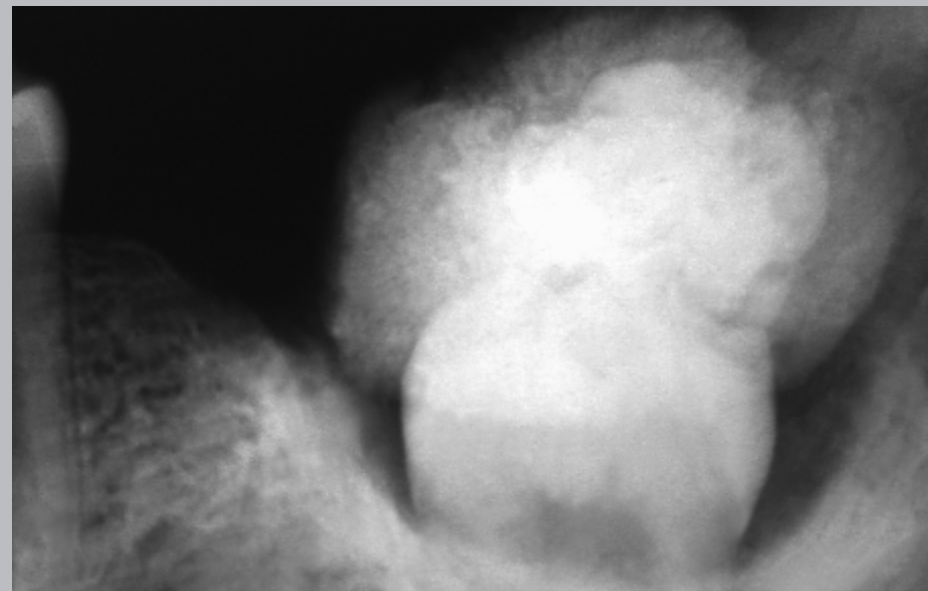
Adulto joven. Radiografía retroalveolar. Zona molares inferiores izquierdos. Se observa la corona del tercer molar semi incluido con su espacio pericoronario ensanchado. Por sobre la corona se nota masa radiopaca de forma irregular y densidad homogénea.
